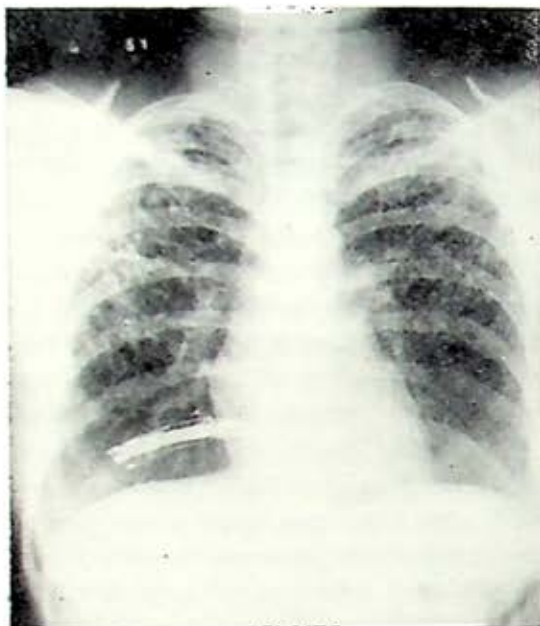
Caso III. Radiografía de tórax; imagen de "panal de abeja" en ambos pulmones.
